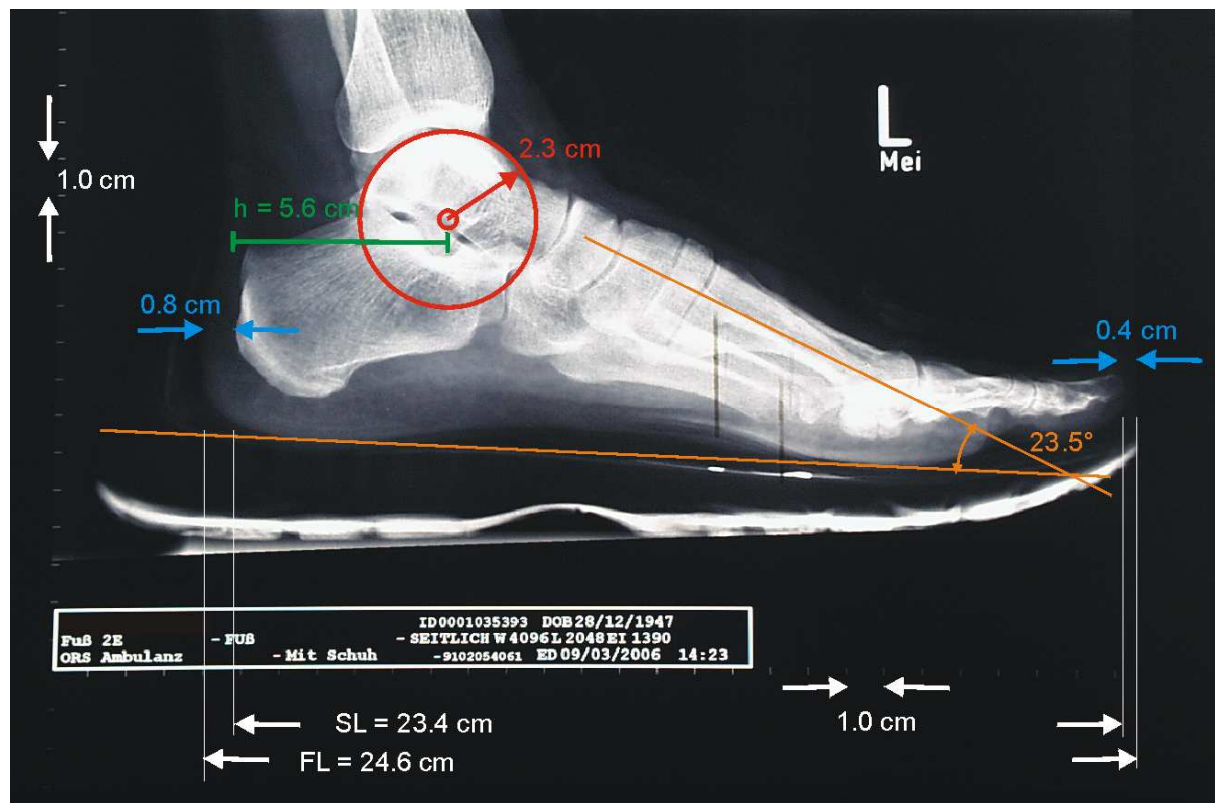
Seitliche Röntgenaufnahme des Fußes einer Normalprobandin, Fuß unbelastet. SL: Skelettlänge, FL: Fußlänge (einschließlich Weichteilgewebeschnitt an Ferse und Zehe), h: Hebellänge vom Ansatz bzw. der Wirkungslinie der Achillessehne zur Drehachse des OSG. Schuhgröße 41 = 26,0 cm. Roter Kreis durch die Gelenkfläche von Talus zur Bestimmung der Lage der Gelenkachse des OSG.
